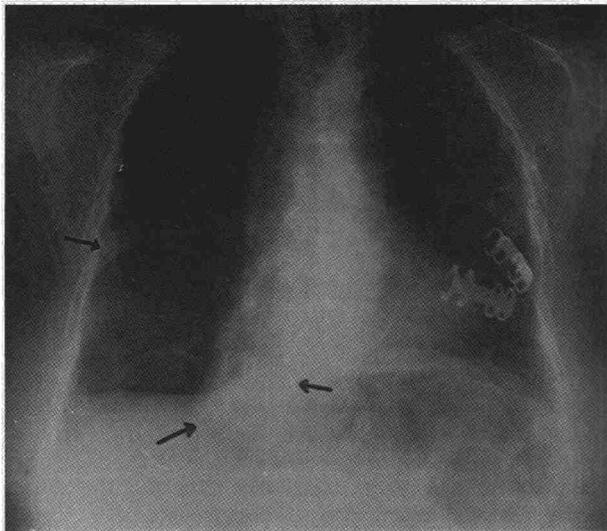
Radiografía de tórax posteroanterior del paciente en la que se observa la masa de lóbulo inferior derecho (flechas inferiores), y el nódulo de lóbulo medio (flecha superior).
